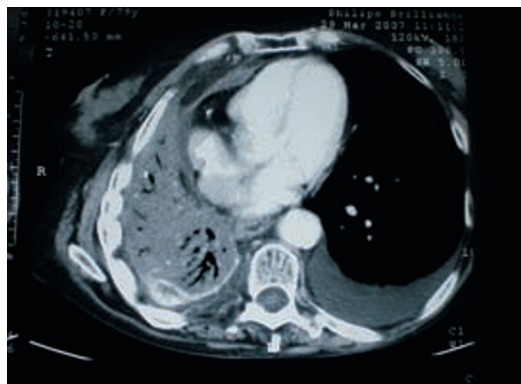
TAC toracoabdominal 30/01/07 (aparecimento do TEP)
